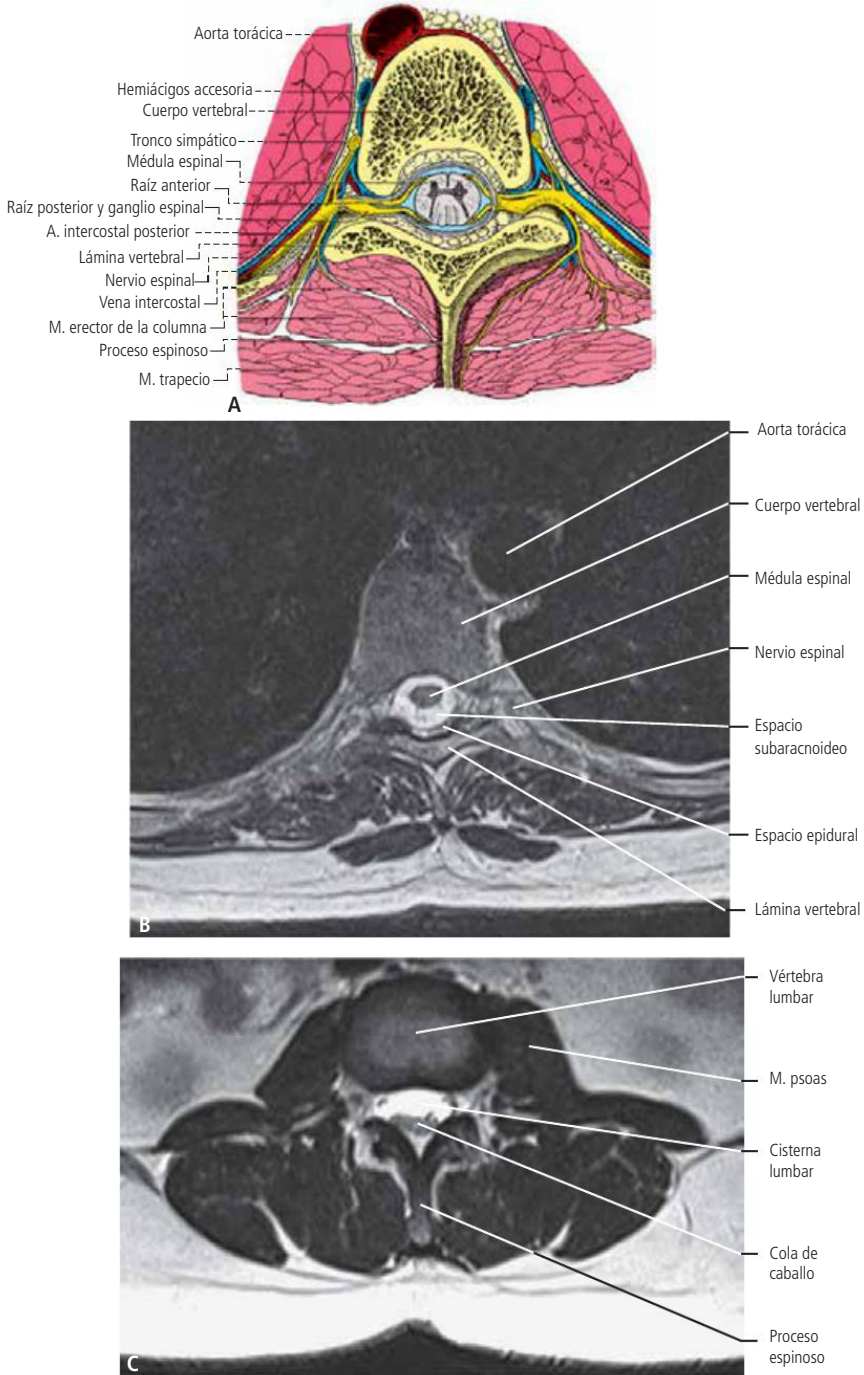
A. Corte horizontal del foramen intervertebral, en la región torácica (Netter); B. Resonancia magnética de la columna vertebral (ponderada en T2). Corte horizontal a nivel de un foramen intervertebral torácico. En el foramen vertebral se observa el espacio epidural rodeando a la duramadre; C. Resonancia magnética de la columna vertebral. Corte horizontal a nivel de la tercera vértebra lumbar. En el interior de la cisterna lumbar se observan la cola de caballo y el filum terminal.
